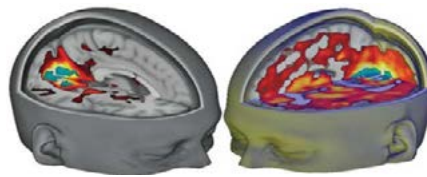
Diferentes técnicas en resonancia magnética para comparar el funcionamiento de áreas encefálicas de voluntarios que recibieron placebos de aquellos a los que se le inyectó LSD.
